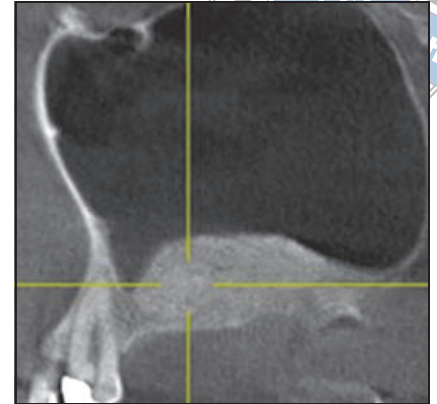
Das CT nach 6 Monaten zeigt eine deutliche Zunahme der Knochenhöhe ohne Hinweise auf eine Transplantatschrumpfung.
